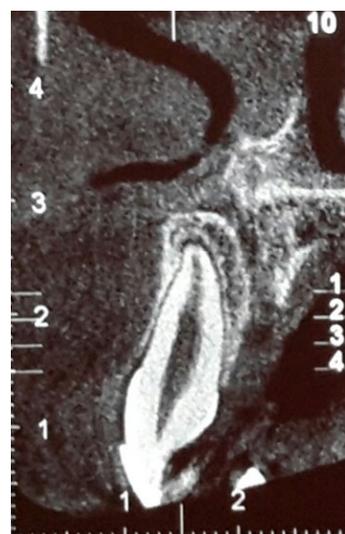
CBCT de pieza 1.1 (corte sagital). Se observa el correcto posicionamiento del diente.
